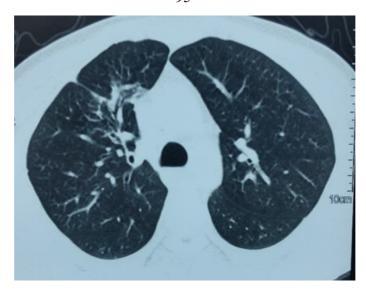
Компьютерная томография органов грудной клетки больного Б. после курса лимфотропного введения изониазида с фотофорезом
